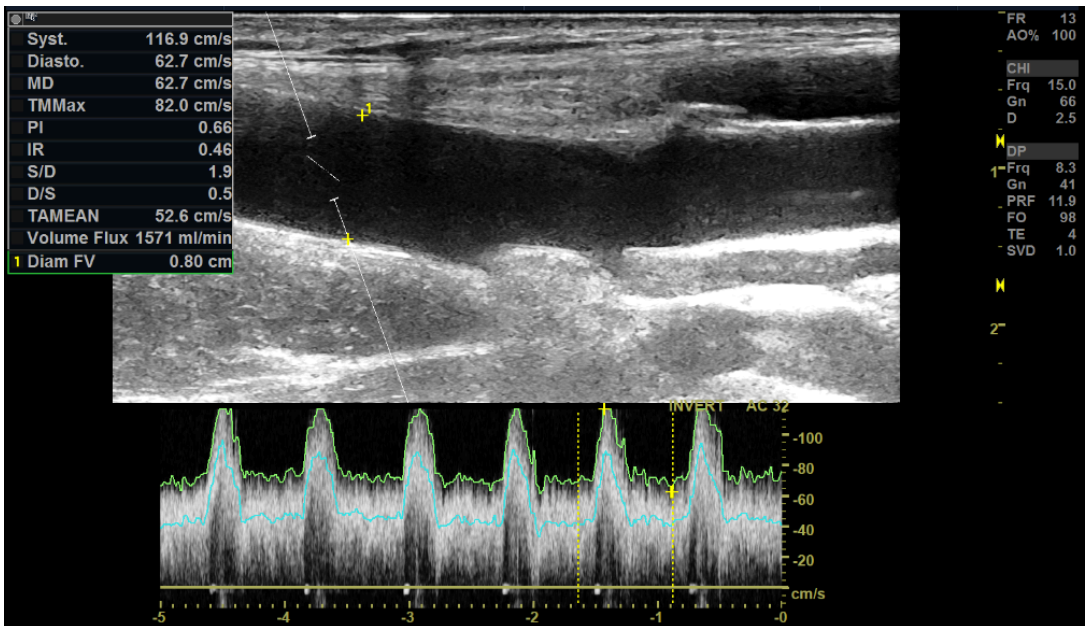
Doppler pulsé montre une augmentation du débit à 1570ml/min
